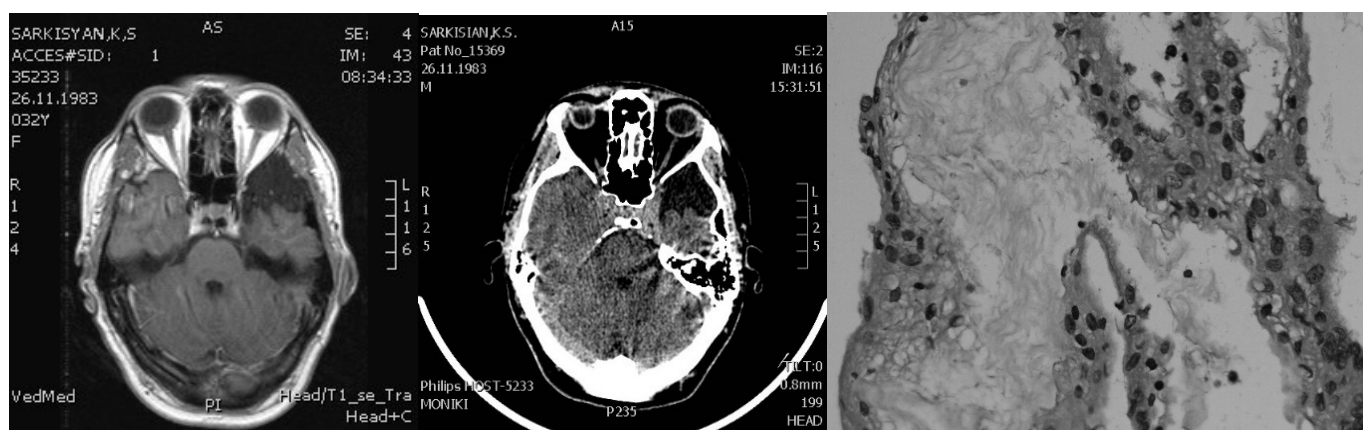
МРТ-исследование до операции. Послеоперационное КТ. Стенка АК 2 типа.
